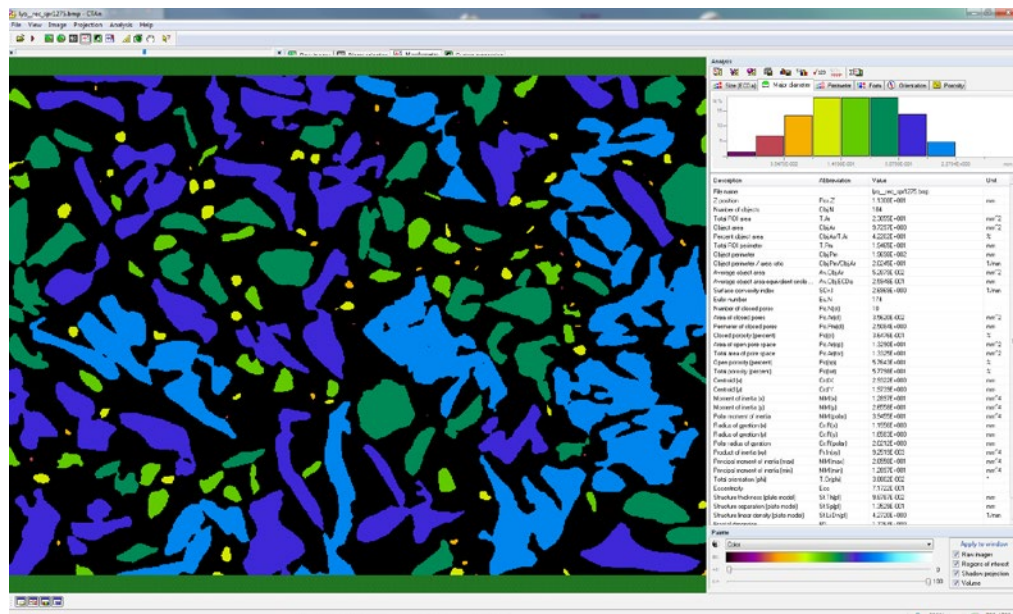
2D-визуализация пробы с цветной градацией размеров частиц в программе CT-analyser.
